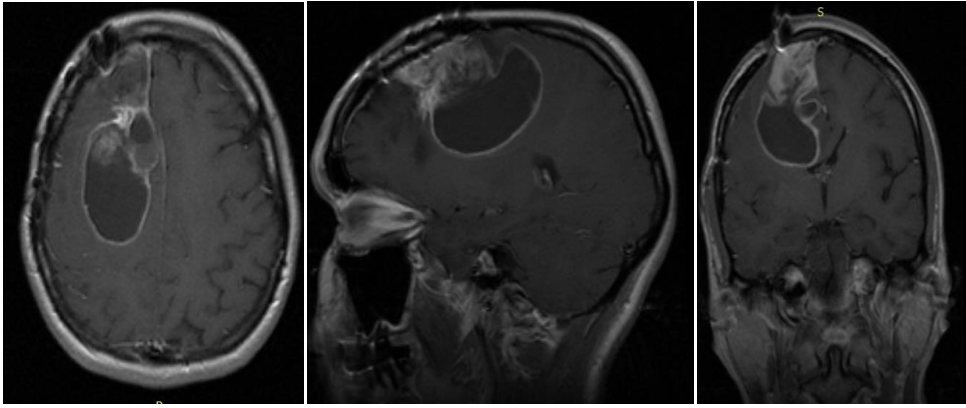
МРТ головного мозга у больной В-вой., 31 года (ИБ 2414-2017) с продолженным ростом глиобластомы правой лобной доли с поражением моторной зоны и передних отделов мозолистого тела. Клиническая симптоматика представлена левосторонним гемипарезом, симптомами орального автоматизма
